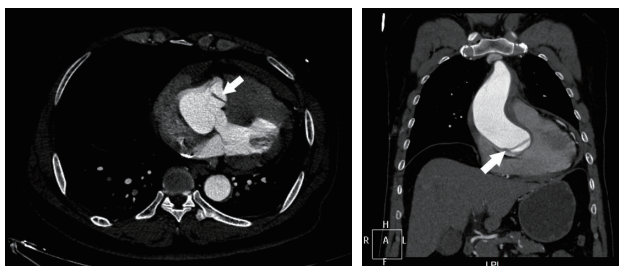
主动脉 CTA 横断面见主动脉撕裂瓣膜（箭头所示） 图 3 主动脉 CTA 冠状面上撕裂瓣膜表现（箭头所示）
